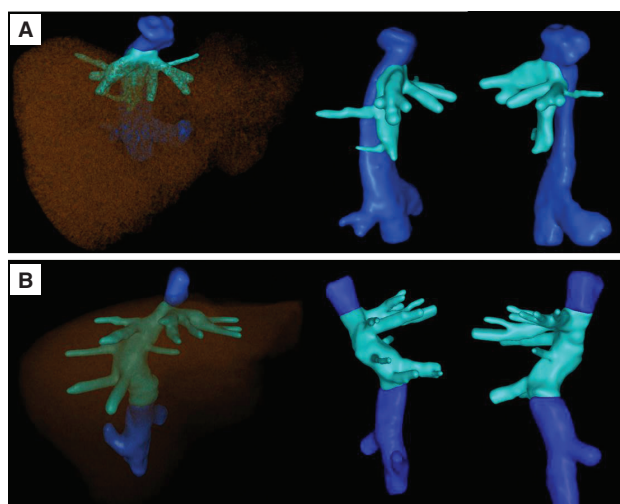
Компьютерно-томографическая визуализация (3D-реконструкция) каво-кавального анастомоза в ранние сроки после трансплантации: (А) модифицированная кавокавостомия – вариант 1 (В) классическая техника: синий цвет – нижняя полая вена реципиента, голубой – фрагмент нижней полой вены донора
